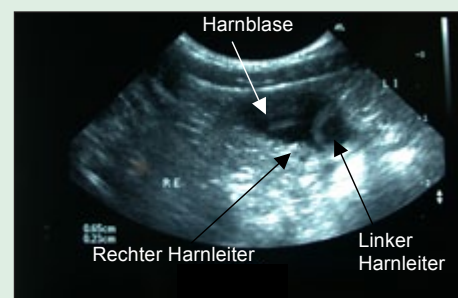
Ultrasonografische Darstellung einer Ureterektomie mit linksseitigem Hydroureter und Hydro-nephrose: Der rechte Harnleiter läuft in der korrekten Position an die Blasenwand, mündet aber nicht in die Blase, sondern läuft in der Blasenwand nach hinten und öffnet sich in die Harnröhre, der rechte Harnleiter ist nicht gestaut. Der linke Harnleiter läuft an die Blasenwand, mündet aber ebenfalls nicht in die Blase, sondern in die Harnröhre, es besteht Harnrückstau: Der linke Harnleiter und das linke Nierenbecken sind deutlich erweitert.
